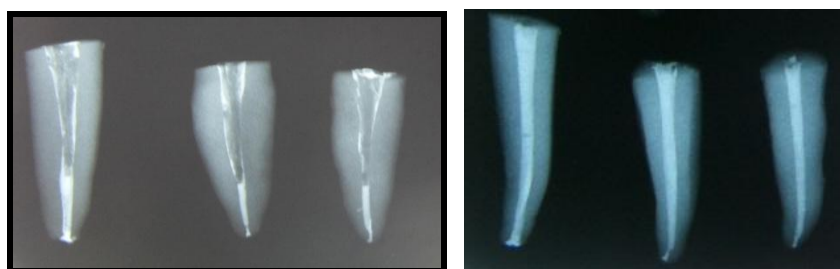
Radiografía para confirma el sellado apical.
